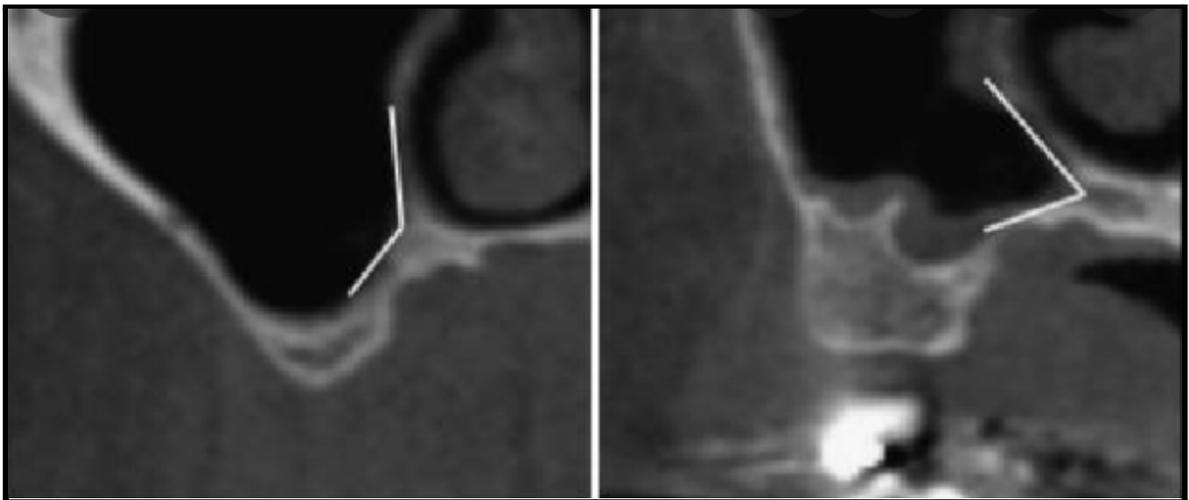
coupes frontales de CBCT montrant différentes angulation de l'angle B
